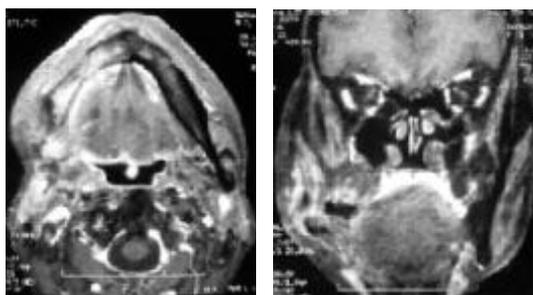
IRM de contrôle (séquences axiales et coronales pondérées T1 avec Fat Sat et injection de gadolinium): disparition de la masse tumorale avec persistance de lyse de la branche mandibulaire droite
